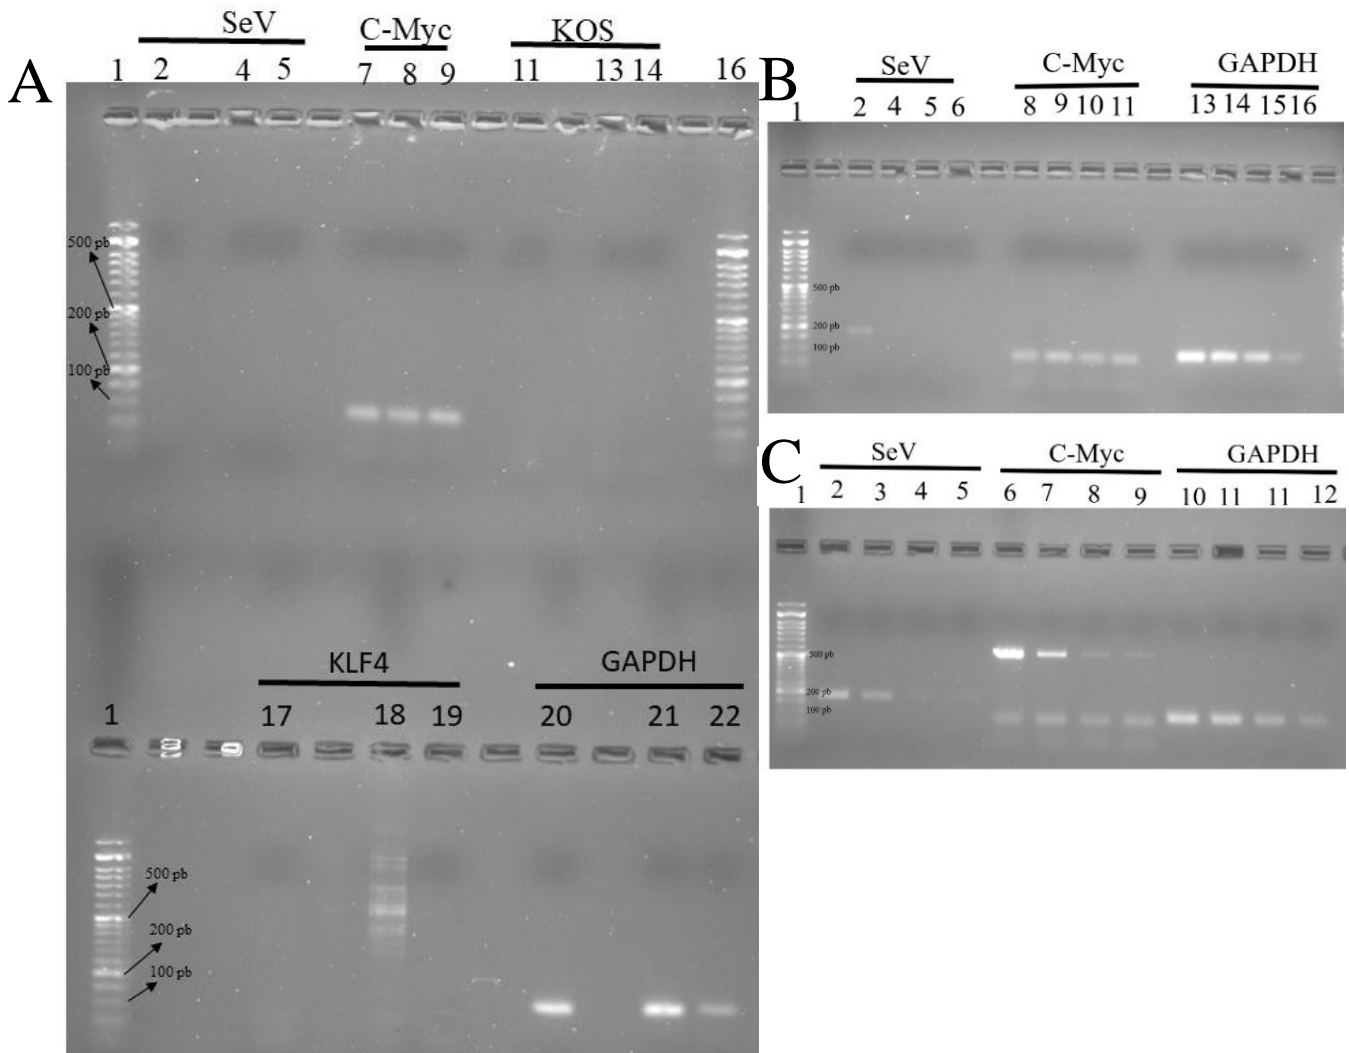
Reação de PCR da linha AG06922 para deteção viral num gel 2% agarose. (A) 1 e 15 – Marcador; 2, 7, 11, 17, 20 – CT positivo (IPS cells P0); 4, 8, 13, 18, 21 - C3P11 (Linha AG06922); 5, 9, 14, 19, 22 – Branco. (B) 1 – Marcador; 3,8,13 – CT positivo (C3P0 (Linha AG06922)) – cDNA sem diluição; 4,9,14 – CT positivo (C3P0 (Linha AG06922)) – cDNA diluído 1:10; 5,10,15 – CT positivo (C3P0 (Linha AG06922)) – cDNA diluído 1:100; 6,11,16 – CT positivo (C3P0 (Linha AG06922)) – cDNA diluído 1:1000. (C) 1 – Marcador; 2,6,10 – CT positivo (Linha 4 previamente estudada) – cDNA sem diluição; 3,7,11 – CT positivo (Linha 4 previamente estudada) – cDNA diluído 1:10; 4,8,12 – CT positivo (Linha 4 previamente estudada) – cDNA diluído 1:100; 5,9,13 – CT positivo (Linha 4 previamente estudada) – cDNA diluído 1:1000.
